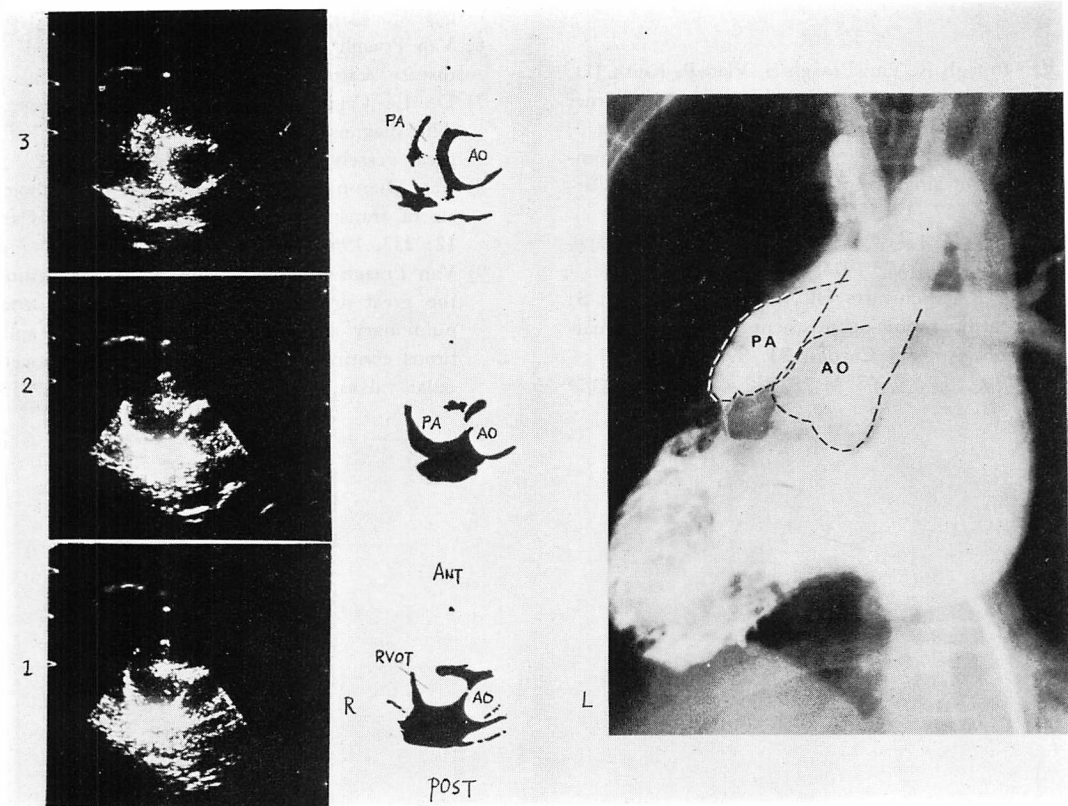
Two-dimensional echocardiographic images from a patient with tetralogy of Fallot associated with dextrocardia [I, L, IN].
